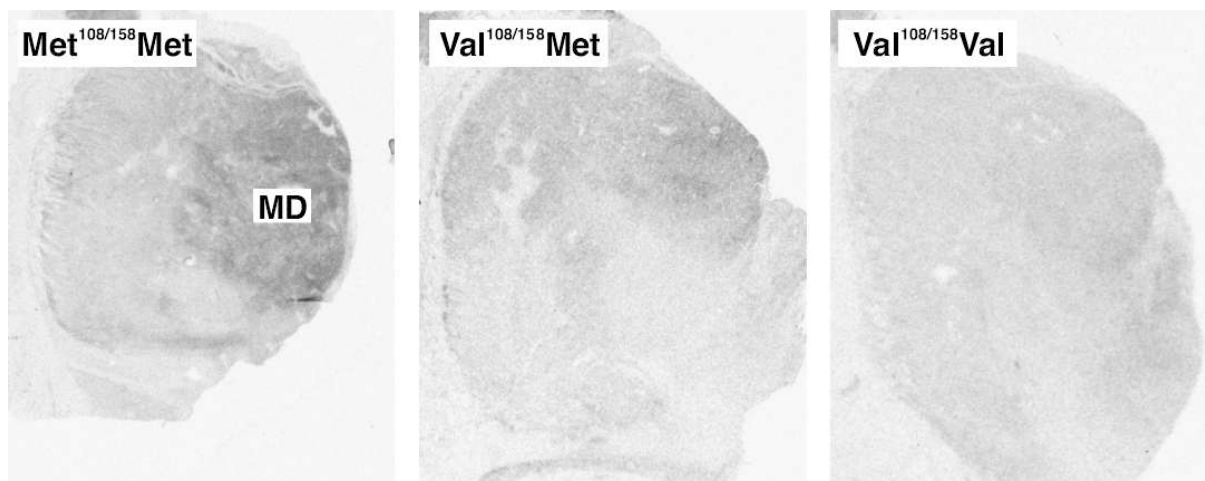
Abnahme des Agonisten-stimulierten $[^{35}\text{S}]\text{GTP}\gamma\text{S}$ -Bindings in Abhängigkeit vom *COMT*-Genotyp. Die Autoradiographien zeigen Schnitte durch den Thalamus auf Höhe des Ncl. mediodorsalis (MD).
